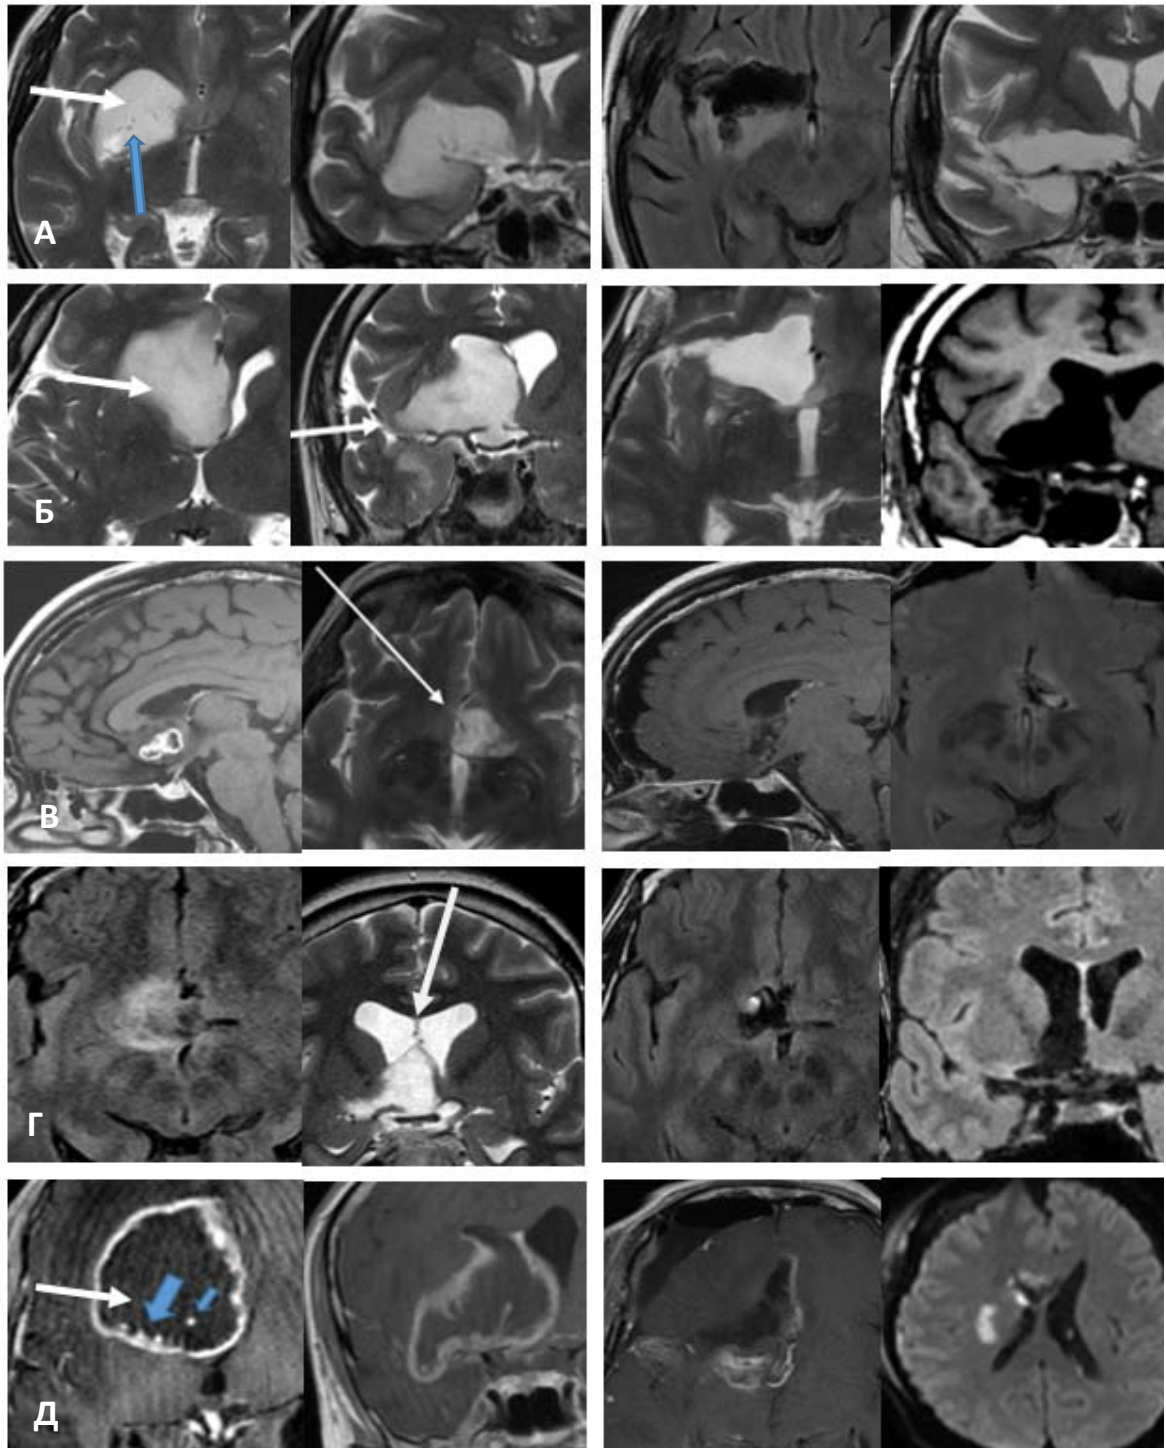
Примеры удаления опухоли базального переднего мозга. Белой стрелкой показана траектория доступа; синей – перфорантные артерии. А – трансильвиевый доступ к опухоли типа Pa+Pr (остатки опухоли кзади от перфорантов); Б – трансильвиевый транспериинсулярный доступ к опухоли типа Pa+S с распространением в боковой желудочек; В – субфронтальный доступ к опухоли типа S; Г – контралатеральный транскаллезный-трансростральный доступ к опухоли типа Pa+S; Д – удаление глиобластомы типа Pa+Pr+S (по данным DWI ишемия в области заднего бедра внутренней капсулы)
